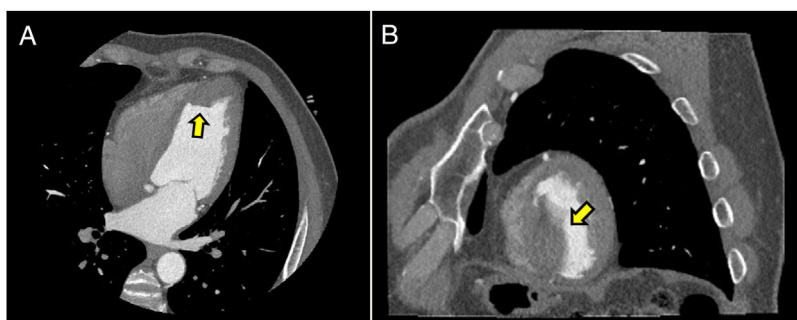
Tomografía axial computarizada (TAC) cardíaca. A) Axial-4 cámaras. Imagen hipodensa sobre región apical sugestiva de trombo ventricular (flecha amarilla). B) Reconstrucción multiplanar eje corto. Imagen sugestiva de trombo ventricular (flecha amarilla).
